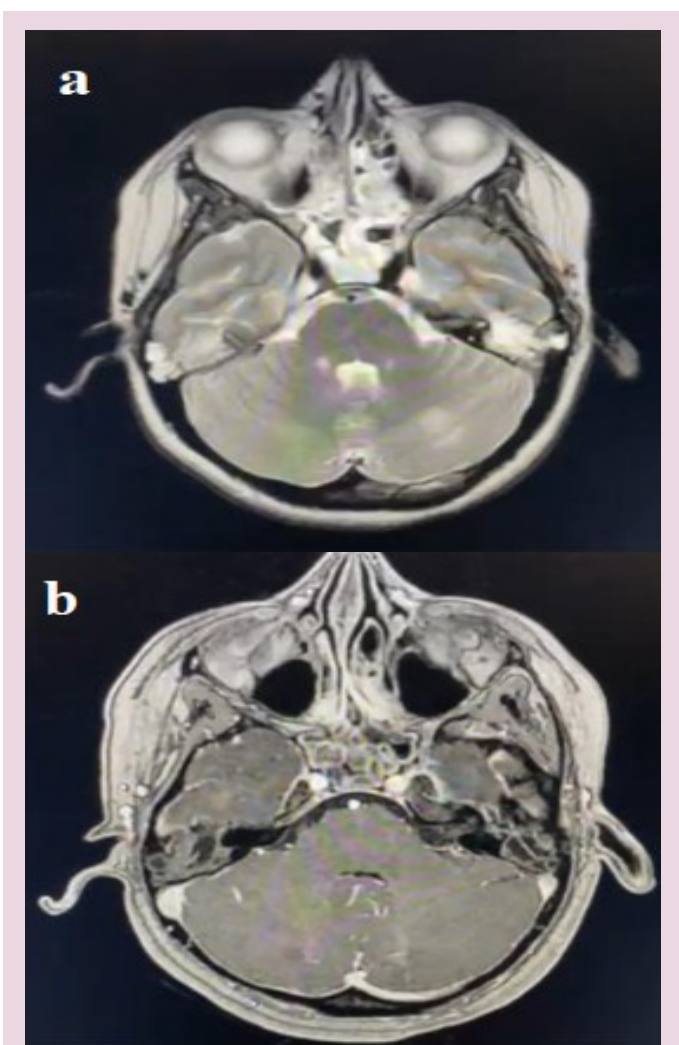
RM cerebral contrastada en secuencia FLAIR corte axial. a) Se observa hiperintensidad en hemisferio cerebeloso izquierdo correspondiente a una cerebelitis. b) En la siguiente imagen se puede apreciar el escaso refuerzo leptomenígeo.
